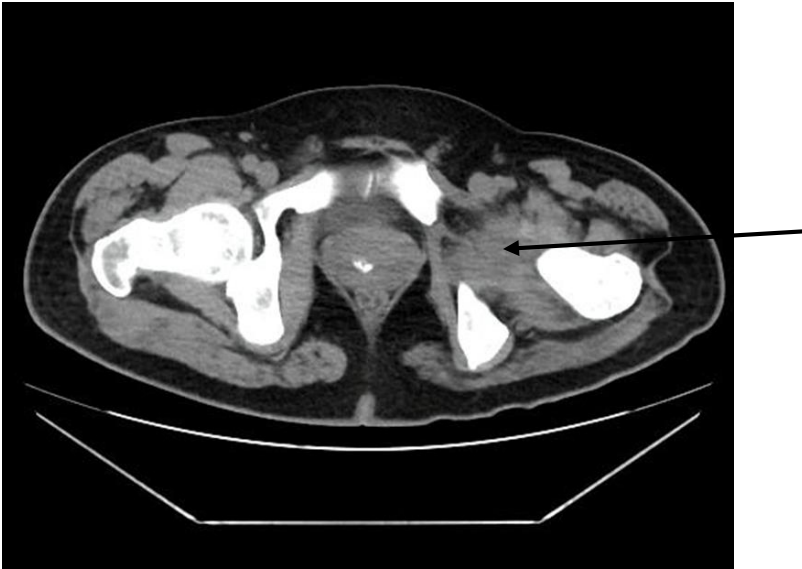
Tomografía computarizada sin contraste de cadera. Nótese la destrucción de la articulación coxofemoral izquierda, con una masa de bordes irregulares y densidad líquida que desplaza tejido blando circundante.
